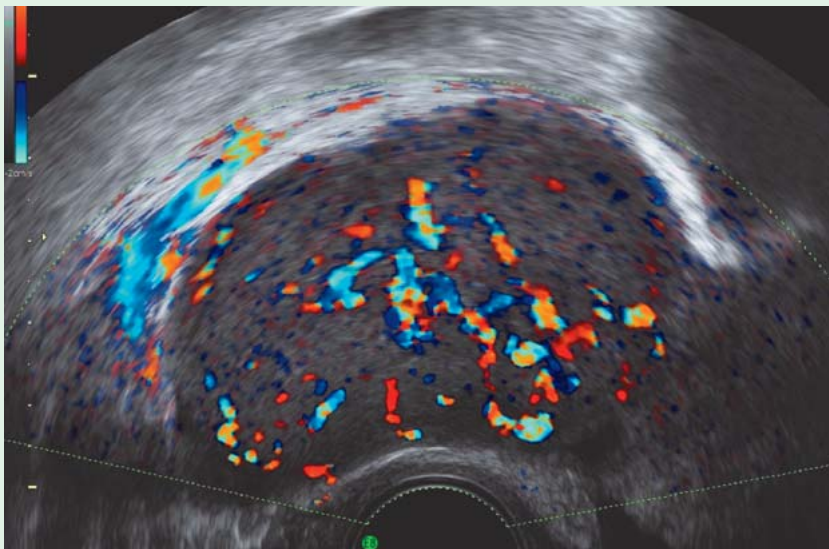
Vaginalsonografische Abbildung eines Granulosazelltumors. Sonografisch lässt sich eine Ovarialzyste mit solidem Anteil, zentraler Vaskularisation und echoarmem Inhalt darstellen.
